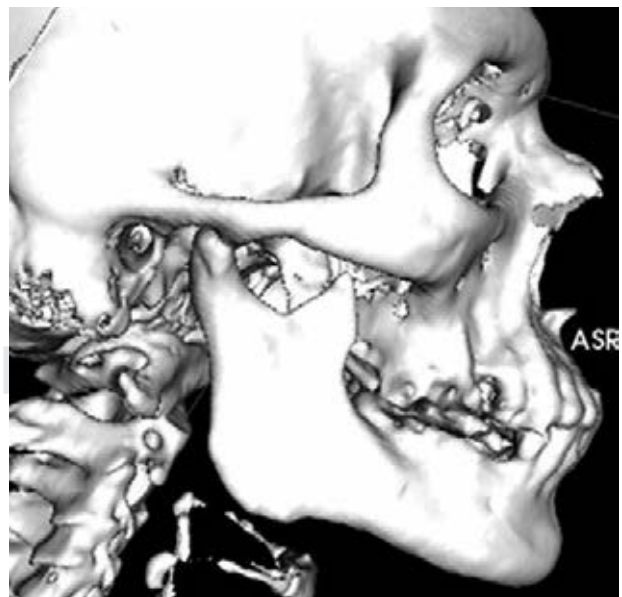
TAC con reconstrucción 3D postoperatoria.
